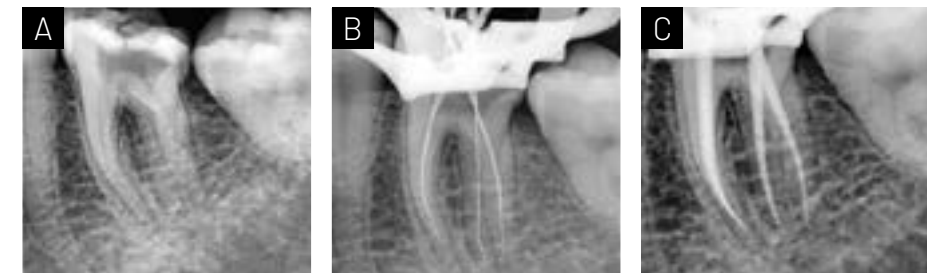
(A) Radiografía preoperatoria pieza 47. (B) Conductometría. (C) Conometría.
